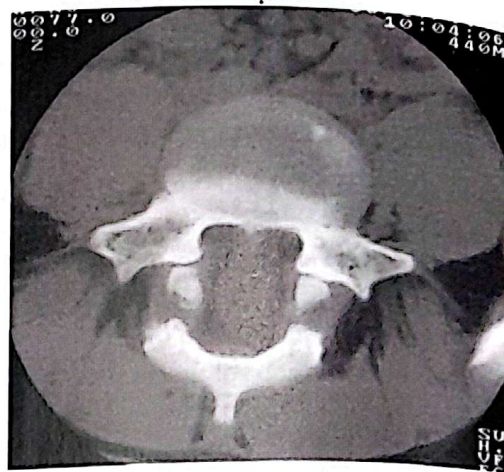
Tomografía computarizada. Espondilolisis L5 bilateral.
